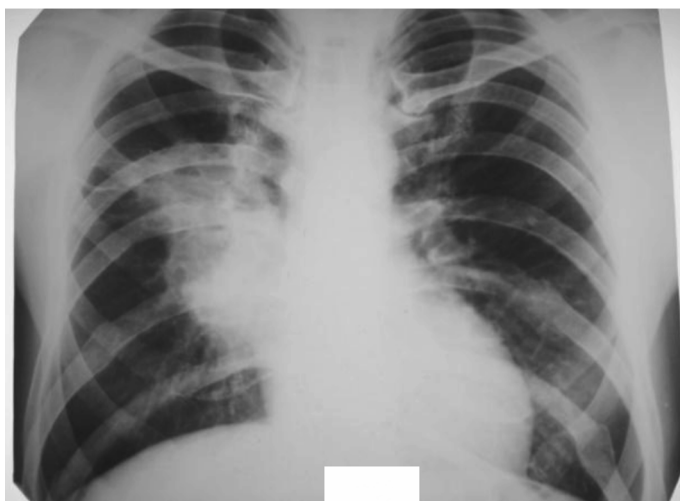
Рентгенограмма грудной клетки пациента Е. при госпитализации в хирургическое отделение, на 24 сут. после начала болезни. Справа в S2—S6 — ограниченная гнойная деструкция с недостаточным бронхиальным дренажом. У верхнего полюса затемнения определяется полость с уровнем жидкости
